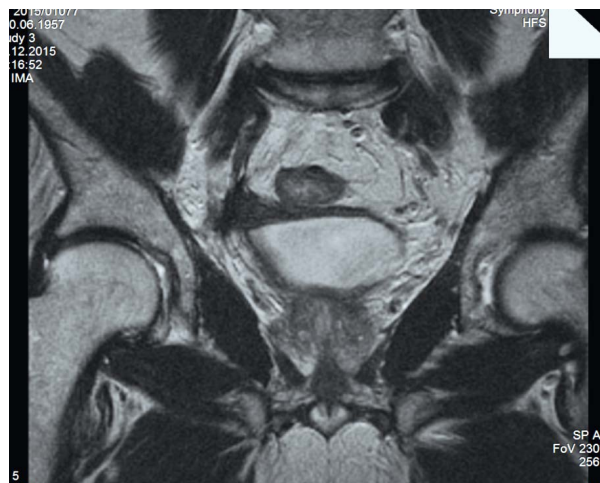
МРТ-картина места рецидива после проведенной химиотерапии
